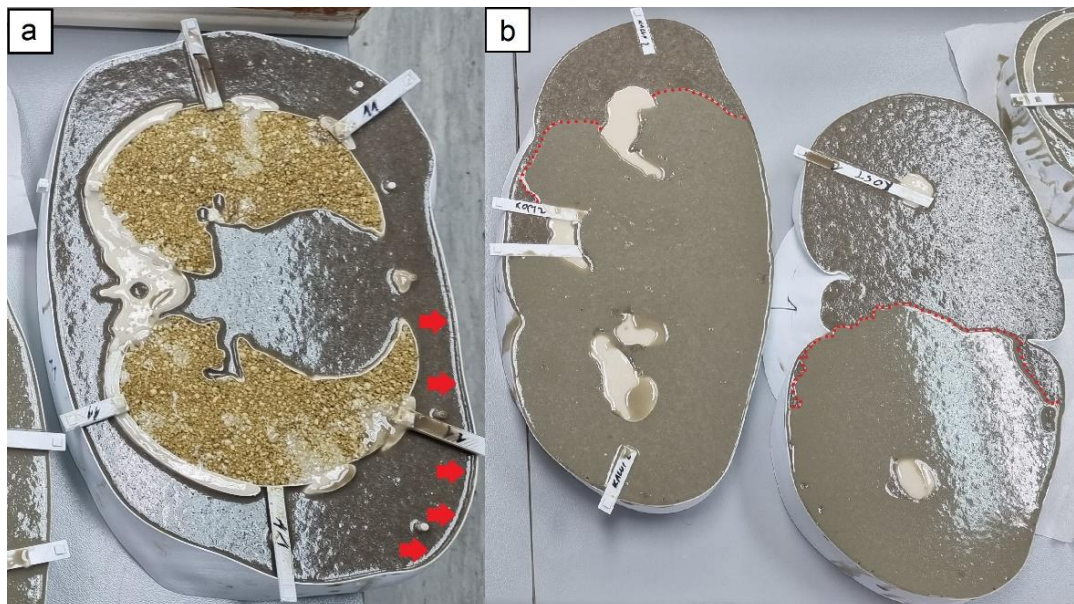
Prikaz artefakata koji uzrokuju nehomogenost fizičkog fantoma nakon skeniranja CT uređajem. a. žutim je zaokruženo nagomilavanje mjehurića plina unutar STS smjese koji se nisu uspjeli odvojiti na površinu sloja. b. nehomogenost STS smjese posljedično djelomičnom polimeriziranju komponente A korištene PU gume (VytaFlex 60, Smooth-On, Inc.; Macungie, Pensilvanija, SAD) i nedovoljnom miješanju cijele smjese obilježeno crvenim. c. razlika u boji pojedinih slojeva kao posljedica neujednačenog prosijavanja praha CaCO_3 i miješanja svih komponenti STS. STS – supstitucijsko meko tkivo. Izvor: autor rada.
